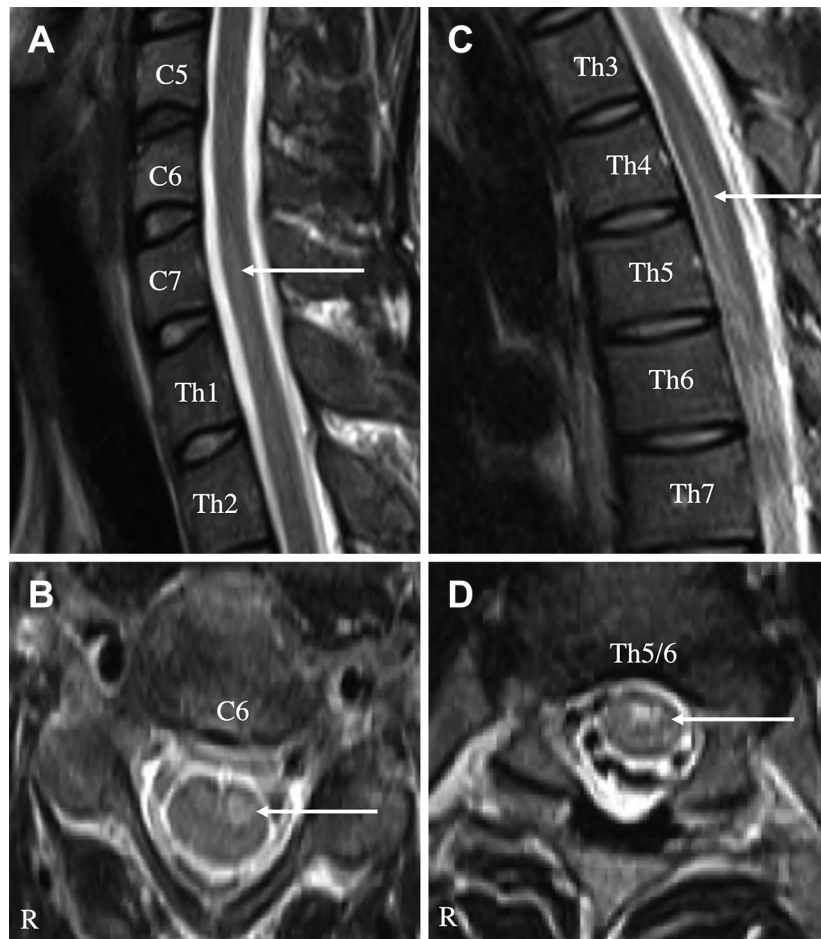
Initial Spinal MRI (sagittal and axial view).
